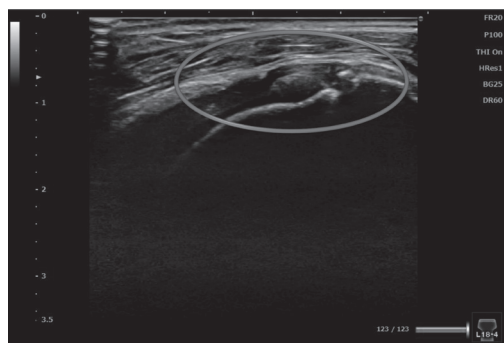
特徴的な超音波画像所見（棘上筋の断裂と石灰）
